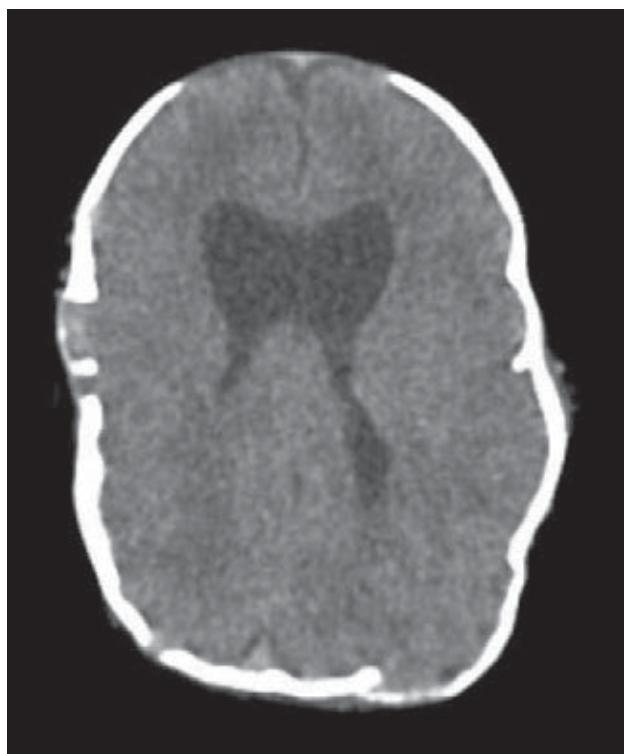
TAC de cráneo que muestra dilatación ventricular y diástasis frontal y temporal derechas.
